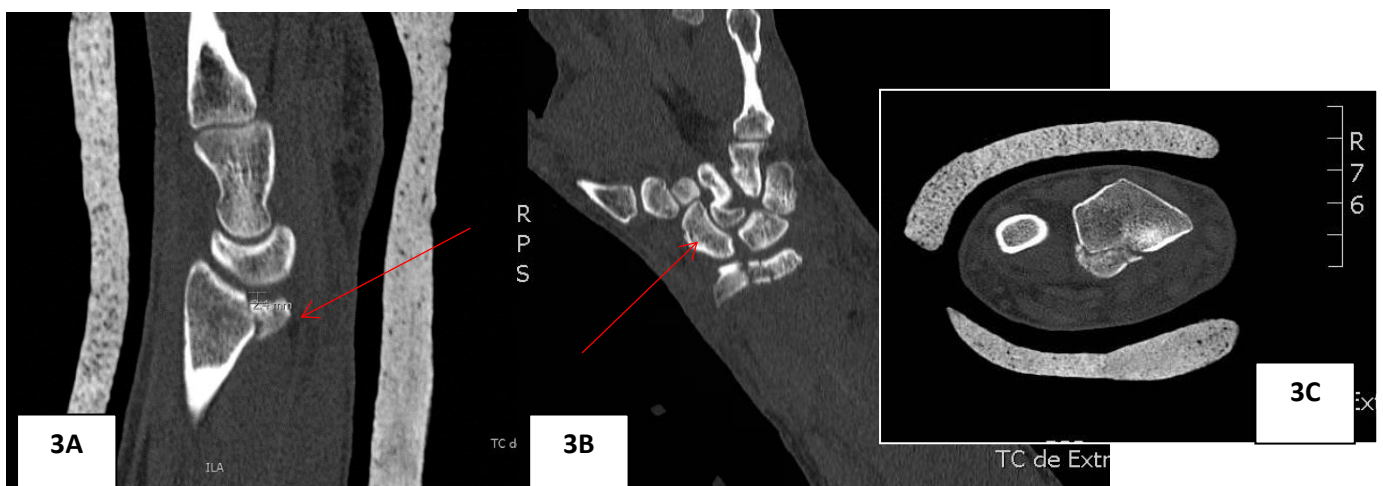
Imagen preoperatoria de TC, 3A: se observa un pequeño hundimiento de la superficie articular 3B y 3C: Se observa una fractura del polo distal del escafoides no desplazada
